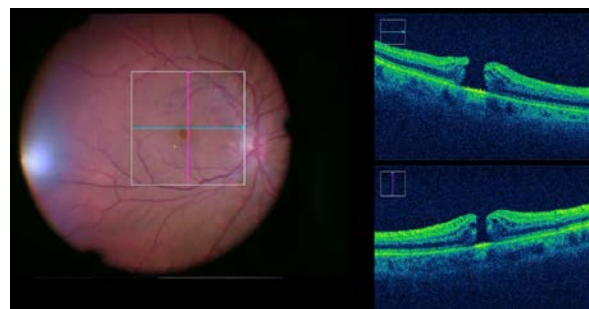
Интраоперационная оптическая когерентная томограмма после индукции задней отслойки стекловидного тела и субтотальной витрэктомии у пациентки с идиопатическим макулярным отверстием
